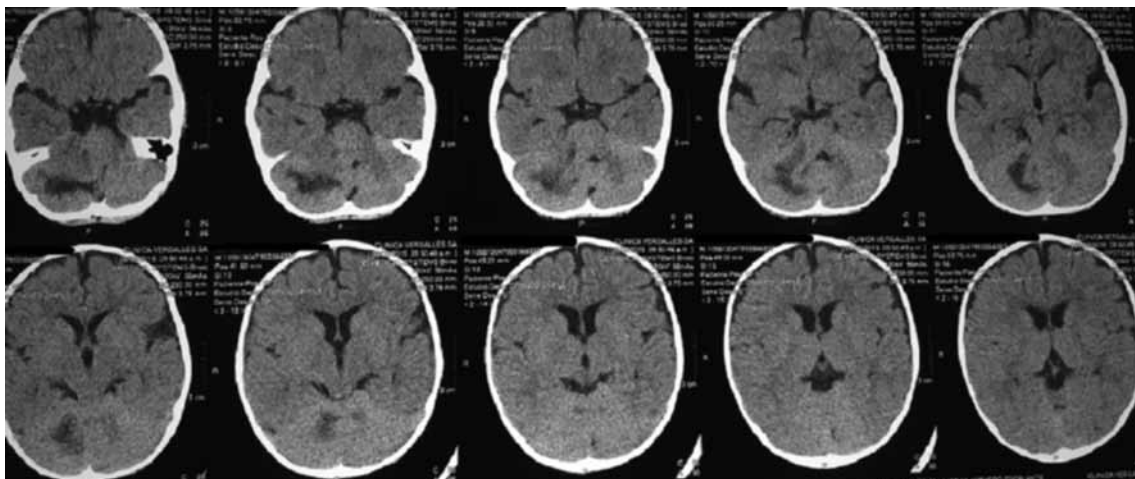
Tomografía computarizada de cráneo simple, corte transversal.
